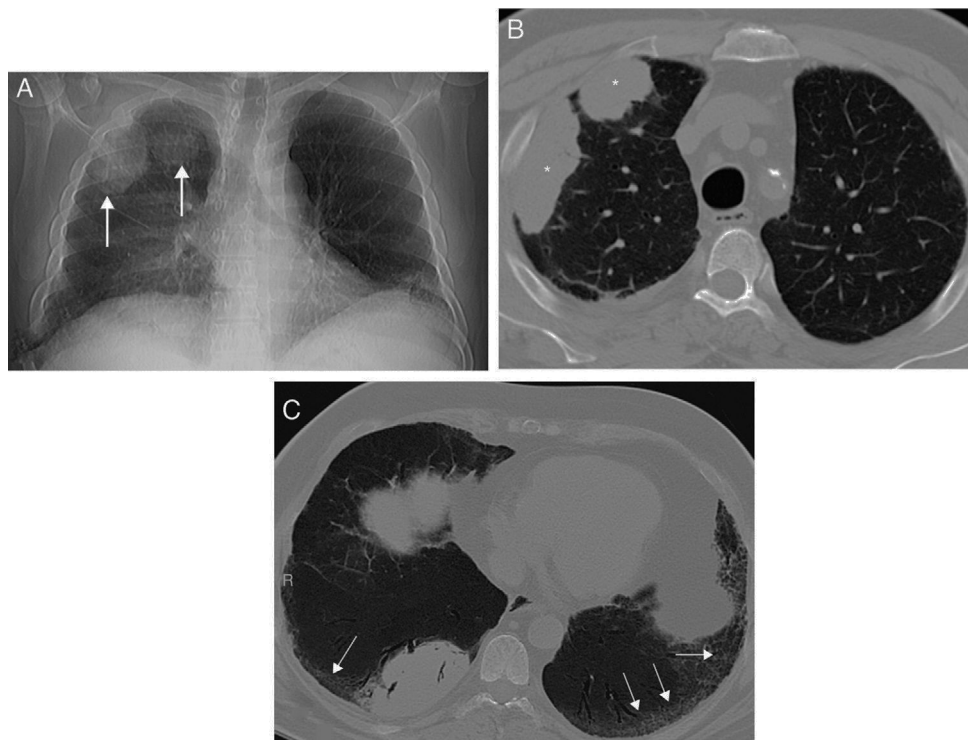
A) Radiografía posteroanterior de tórax en la que se observan varias opacidades nodulares en el pulmón derecho (flechas). Nótese la presencia de un sutil engrosamiento bibasal del intersticio pulmonar. B) Imagen axial de la TC de tórax en la que se confirma la presencia de masas pulmonares derechas (asteriscos). C) Imagen axial de la TC de tórax (proyección de intensidad mínima) en la que se visualiza una reticulación del intersticio pulmonar bibasal (flechas) en relación con la neumopatía intersticial del paciente. Nótese la presencia de pequeñas bronquiolectasias de tracción.
